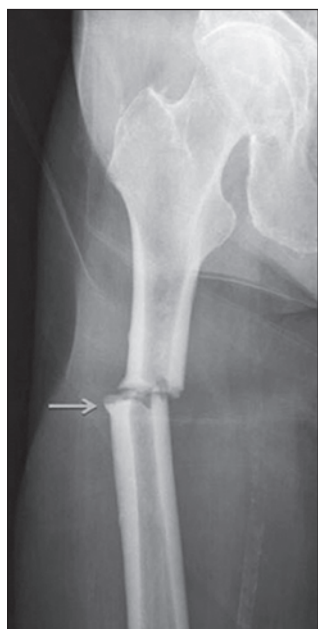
Рентгенограмма пациентки 82 лет с атипичным подвертельным переломом бедра (цит. по Bush L.A., Chew F.S., 2009 [13]). Основные признаки, по которым данный перелом отнесен к атипичным: расположение в субтрохантерной области, поперечная ориентация перелома, отсутствие дробления, наличие утолщения коркового вещества
